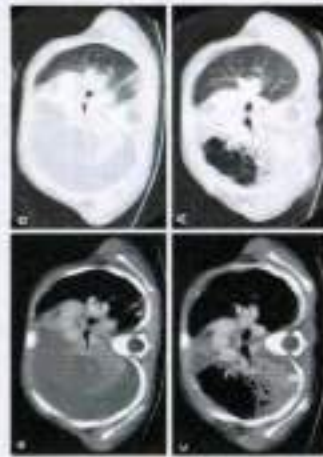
МСКТ грудной клетки: а) инфильтрация нижней доли правого легкого с множественными воздушными полостями деструкции с выворотом (25 см); б) в плевральную полость.
